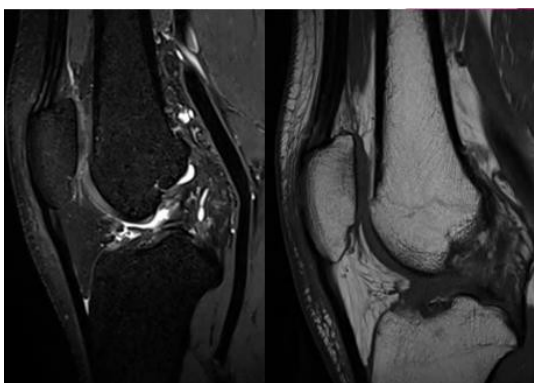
IRM coupe sagittale : rupture du LCA chronique : Rétraction franche des fragments, disparition de toute structure linéaire en hyposignal.[57]
